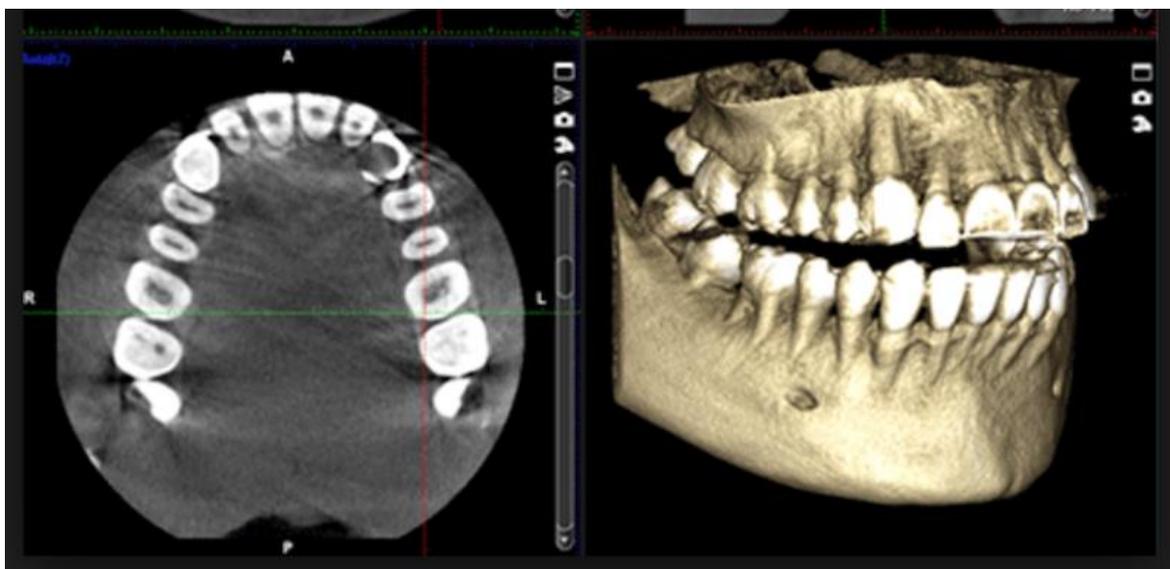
Ejemplo de una tomografía dental (<https://bit.ly/3hURyIn>)
